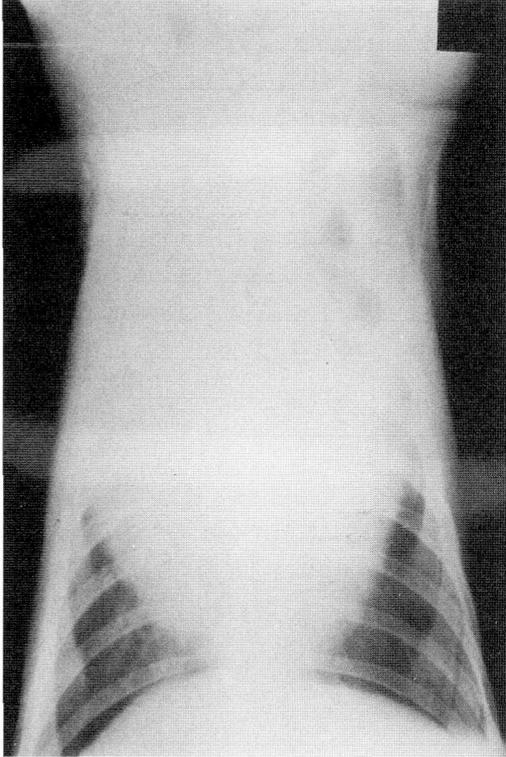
ファロー四徴症の子牛の胸部X線写真（腹背像）。胸腔のほとんどが心臓で占められており、著明な心拡大が認められる。
